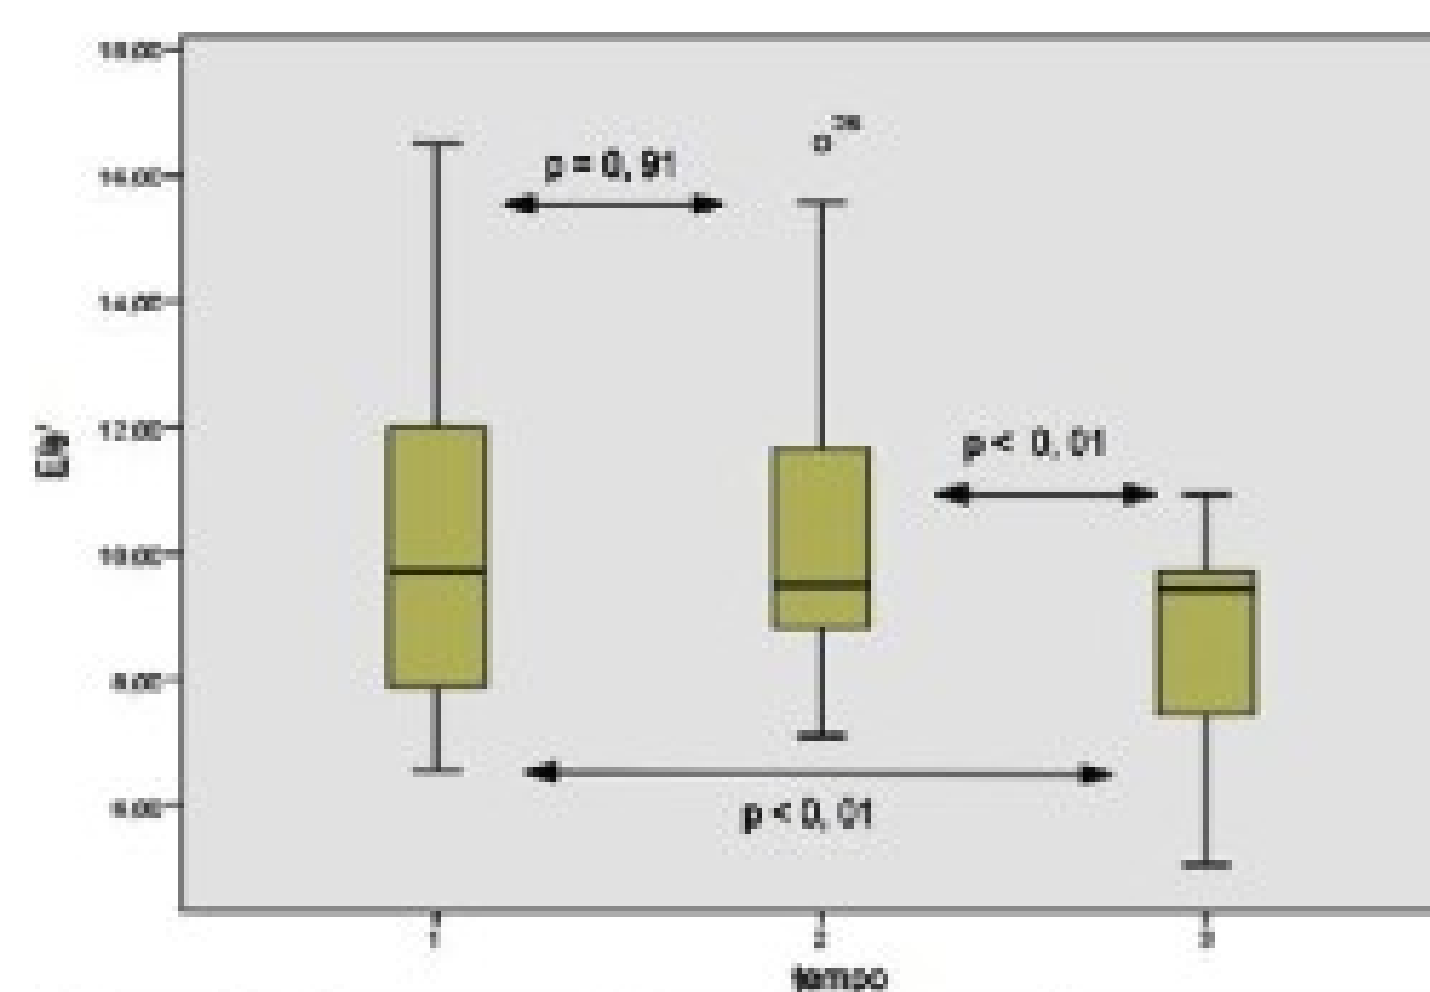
Comparação entre as mudanças no basal, tempo 1 e tempo 2 da relação E/e' derivadas do ecocardiograma com Doppler
